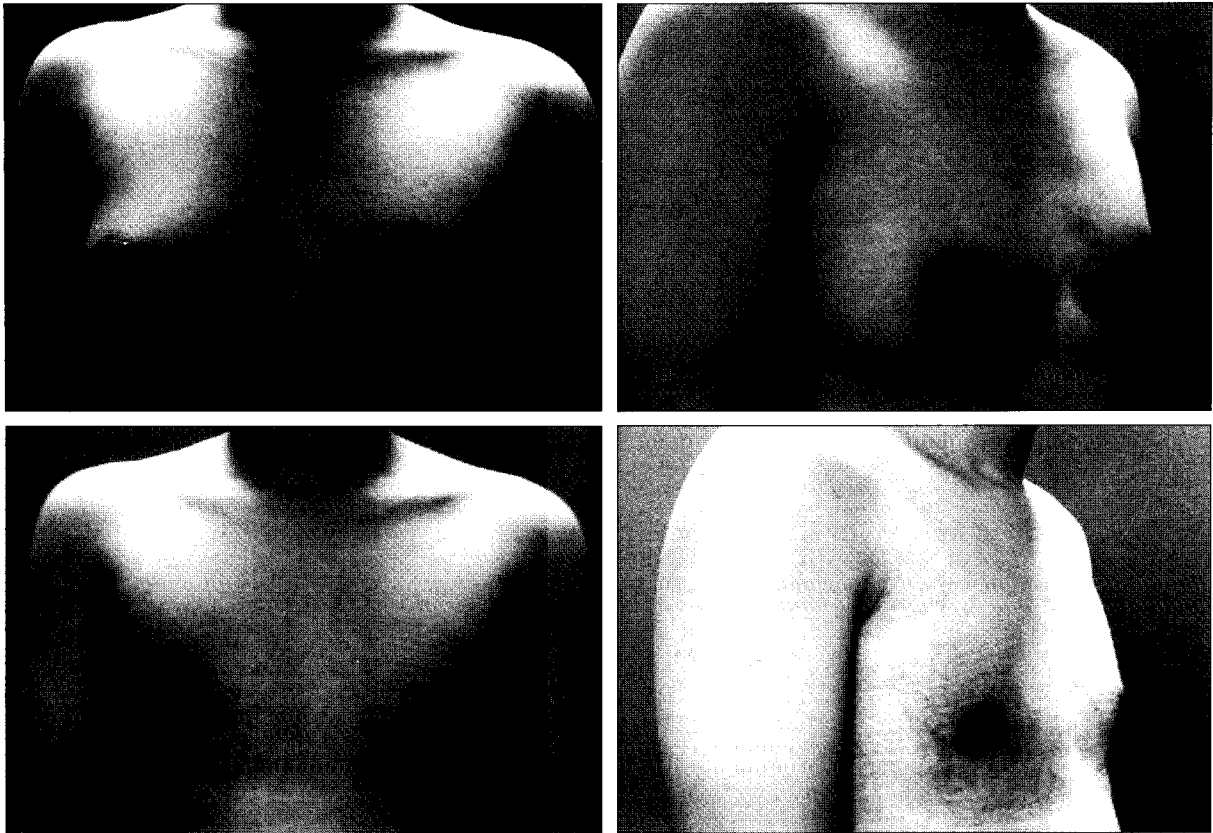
A 30-year-old patient treated with ultrasound-assisted liposuction and periareolar approach parenchymal excision. (Above, left & right) Preoperative views. (Below, left & right) Postoperative views after 2 months.
